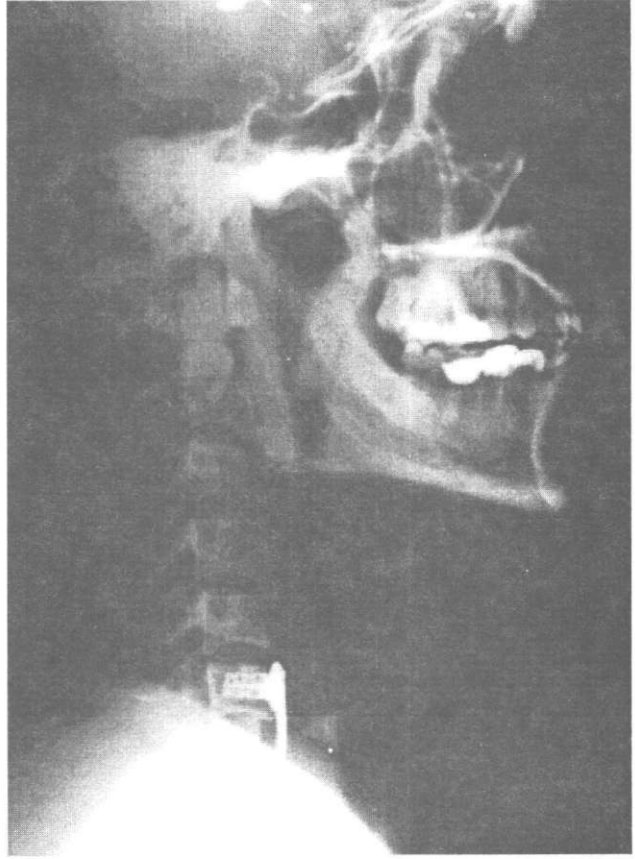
Olgunun preoperatif yan servikal grafisinde C5-C6 dislokasyon gözlenmektedir.
